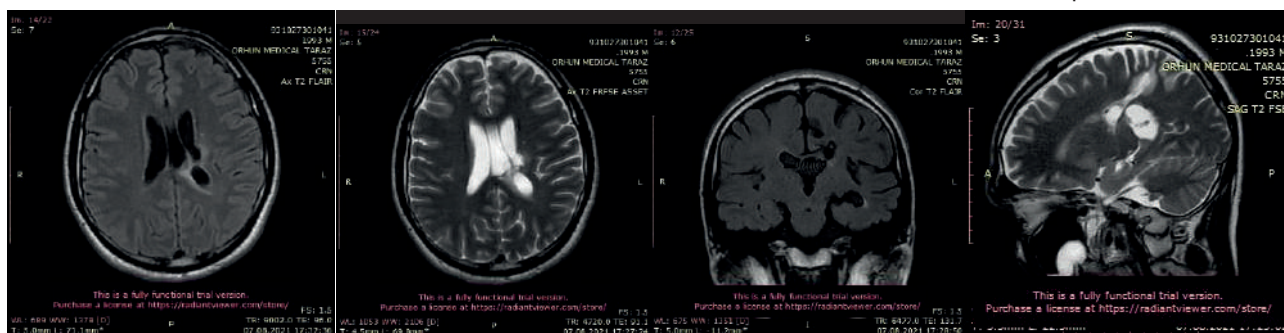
Контрольное МРТ-головного мозга через 5 месяцев (А1 – аксиальная проекция Т1 режим, А2 – аксиальная проекция Т2 режим, Б – коронарная проекция, В – сагитальная проекция)
